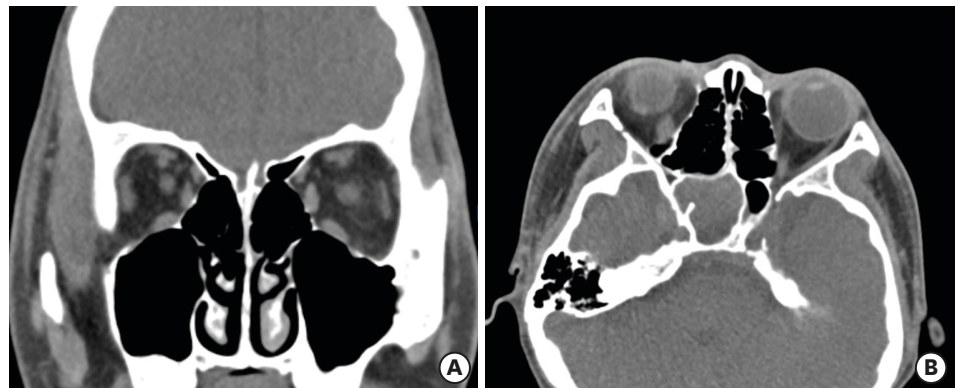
(A) Coronal image of computed tomography revealed no evidence of inflammation in both maxillary and ethmoidal sinus. (B) Axial image of computed tomography showed dense soft tissue opacity in the right sphenoid sinus.
